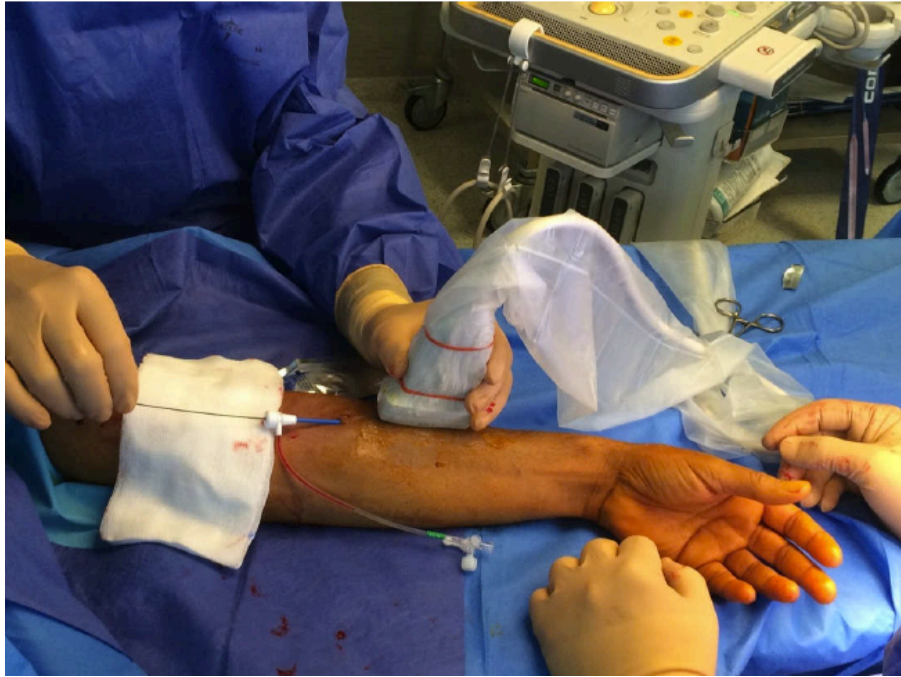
Cathétérisme de la sténose sous guidage échographique [116]
